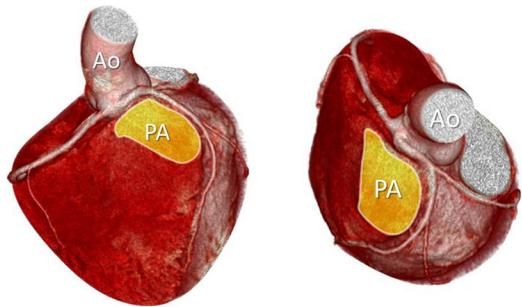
Computed tomography angiography in a 14-year-old boy with an anomalous left coronary artery from the right Valsalva sinus coursing between the aorta and the main pulmonary artery
